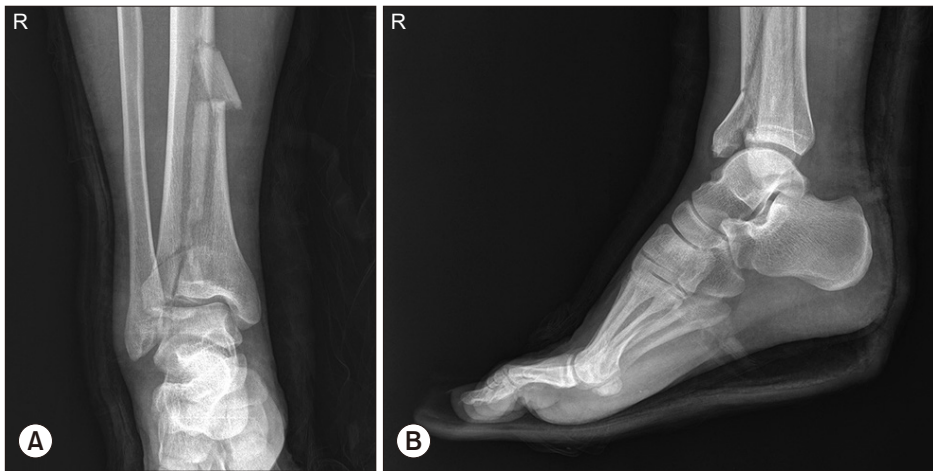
Preoperative X-ray of ankle; anteroposterior (A) and lateral (B) view.
